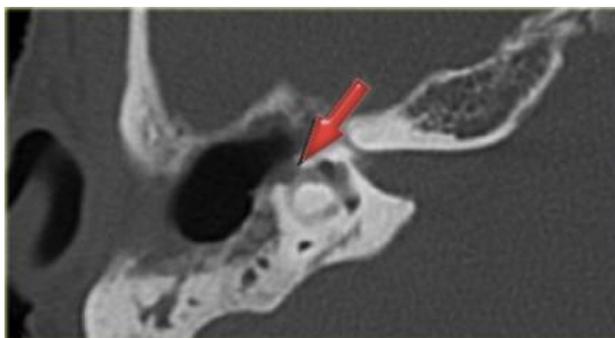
КТ-картина дефекта латерального полукружного канала (фистула) вследствие холестеатомы у 53-летней пациентки с клиникой головокружения
